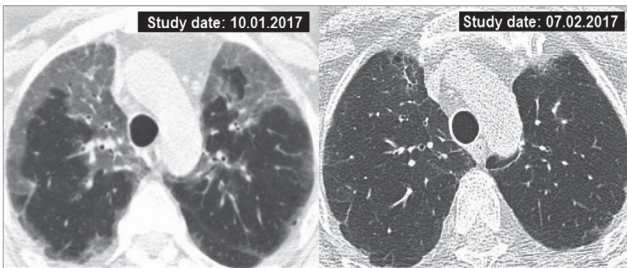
(за В. К. Гаврисюком). КТ хворої Б., 62 роки, ГП, підгостра форма;
